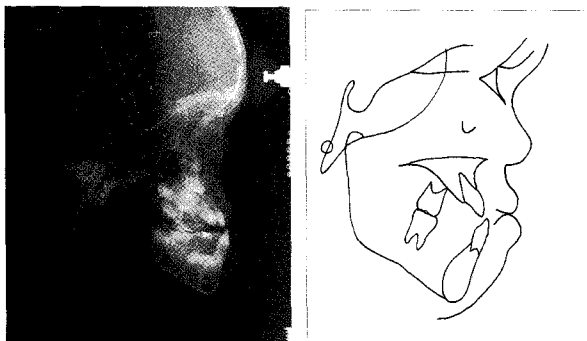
Predistracton lateral cephalometric radiography and tracing
